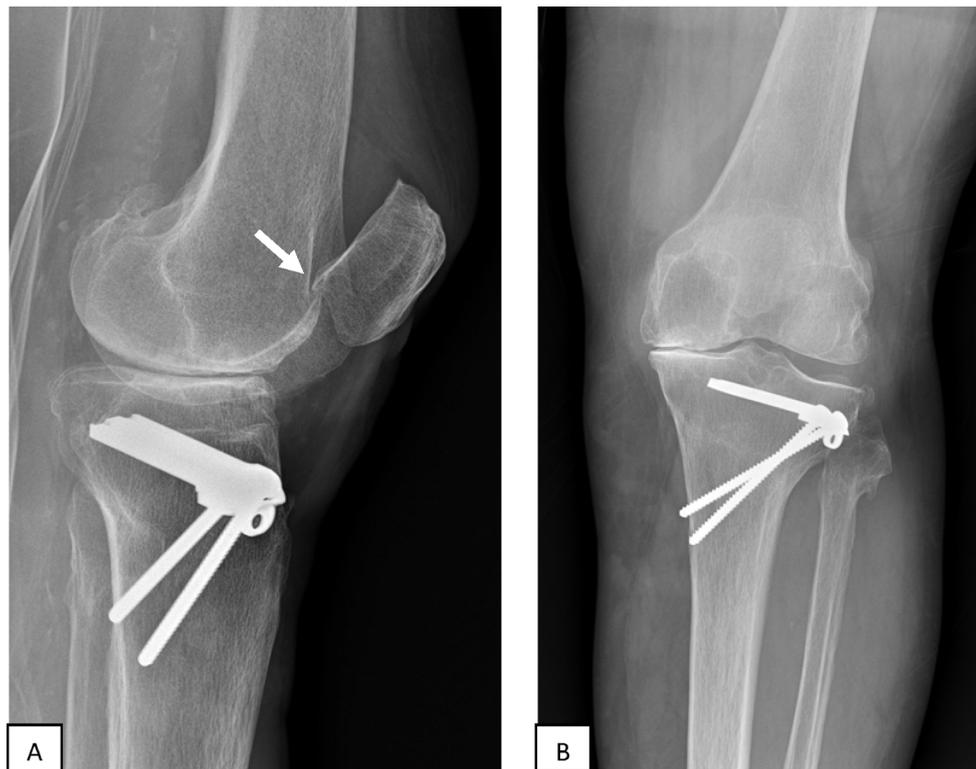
Radiographies de profil (A) et de face de son genou (B). Noter le caractère ascensionné de la rotule, la bascule antérieure de sa base et le conflit fémoro-patellaire sur ostéophyte trochléen et patellaire (flèche blanche). À noter que le profil est de mauvaise qualité avec des condyles fémoraux mal superposés. Arthrose fémoro-tibiale interne sur le cliché de face avec pincement de l'interligne et ostéocondensation
